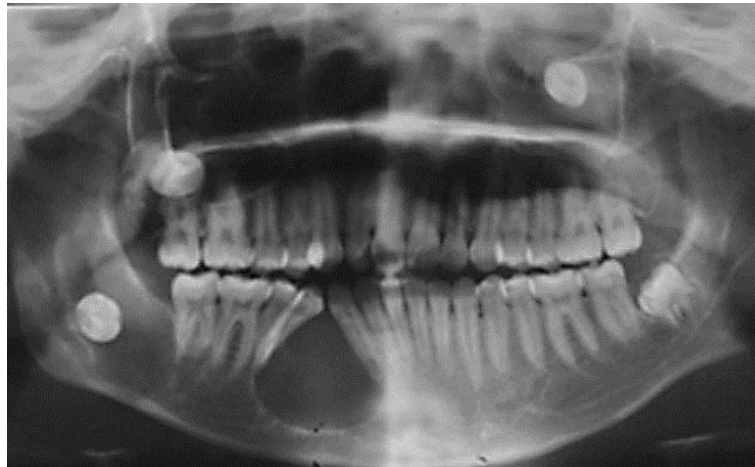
Radiografía panorámica donde se muestra malposición dentaria de dientes anteriores inferiores a causa de la presencia de tumor odontogénico el cual provoca desplazamiento dental, así como resorción del hueso mandibular.³
